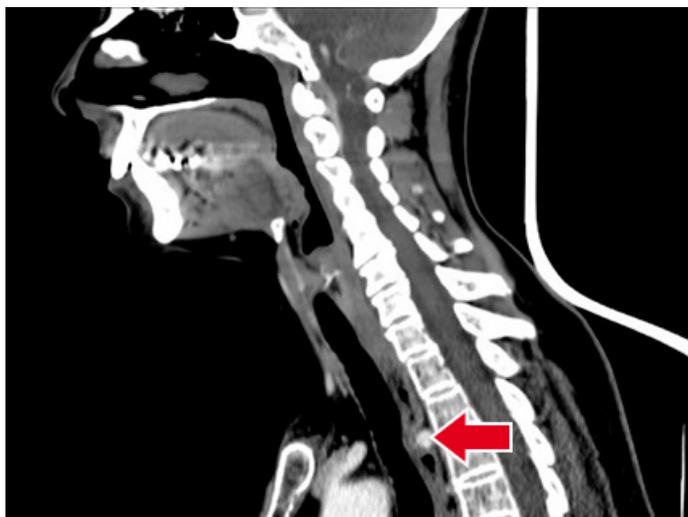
Corte parasagital de TC con contraste. Flecha: arteria subclavia derecha aberrante (retroesofágica)
